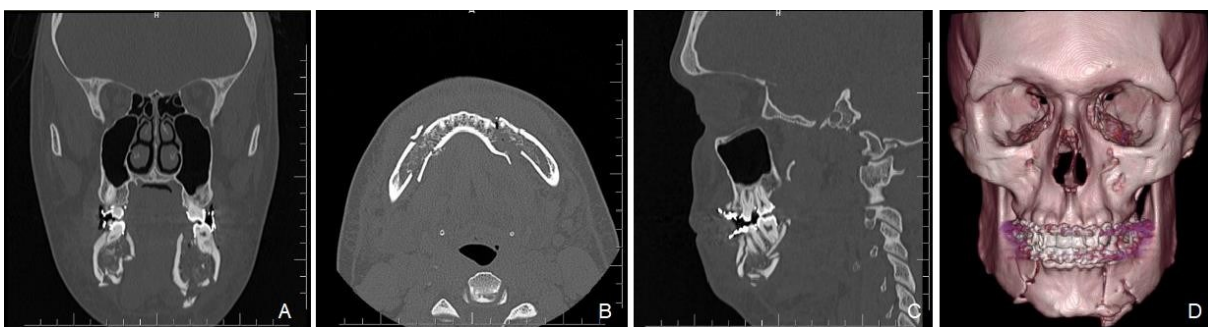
(A) Corte coronal, (B) Corte axial e (C) corte sagital e (D) Reconstrução 3D da tomografia computadorizada demonstrando a presença bilateral de fraturas cominutas em corpo mandibular
